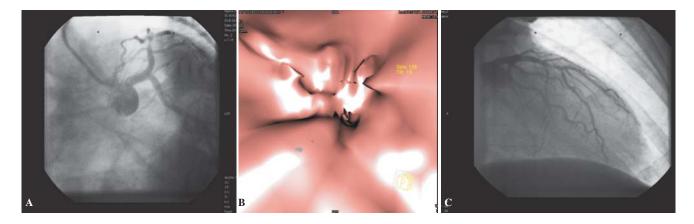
Paciente con reestenosis intra-Stent valorado mediante angiotomografía coronaria de 16 cortes y corroborada con coronariografía.
